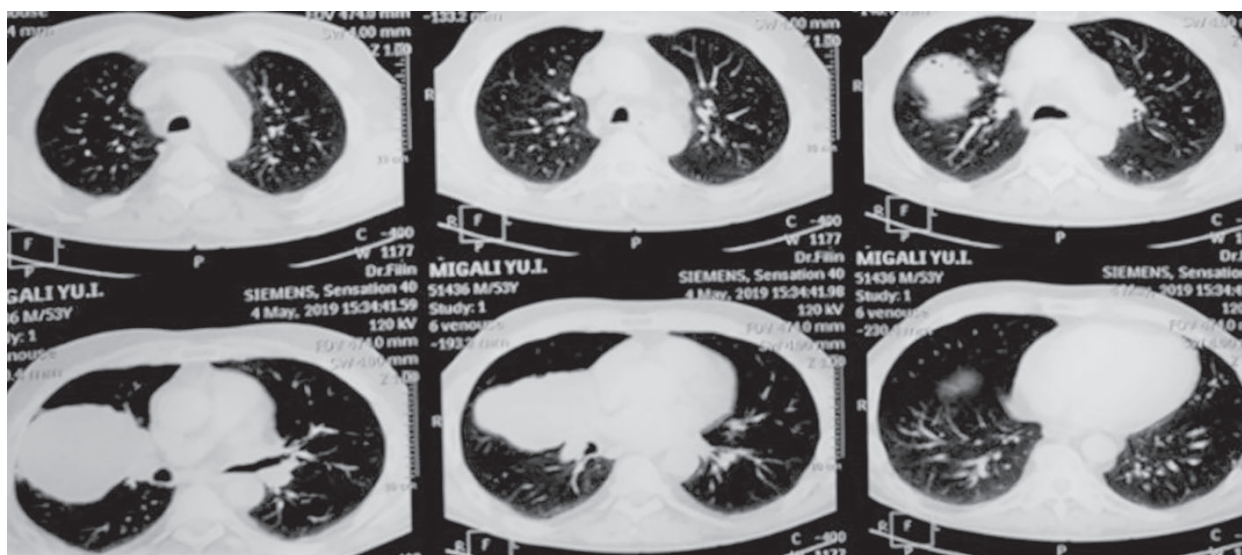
КТ ОГП хворого М.: справа в S3 верхньої долі — об'ємне утворення з тяжистістю до костальної плеври.
